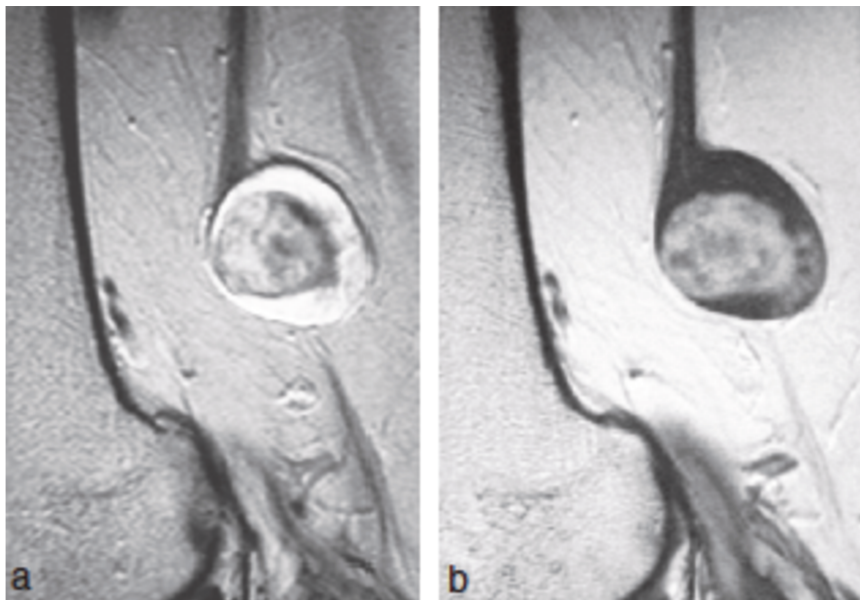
IRM T1 avec injection de Gadolinium (a) et T1 sans injection (b)
